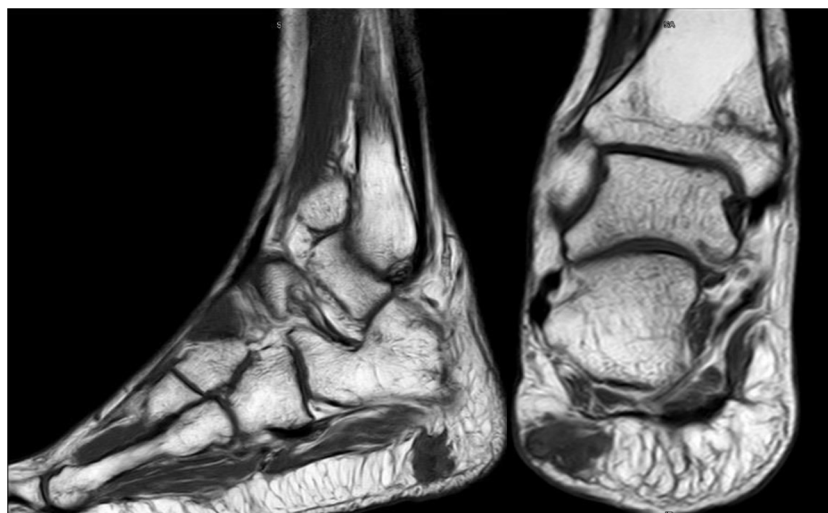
Cortes sagital y coronal de la RMN con TMF a nivel de grasa plantar del retropié.
